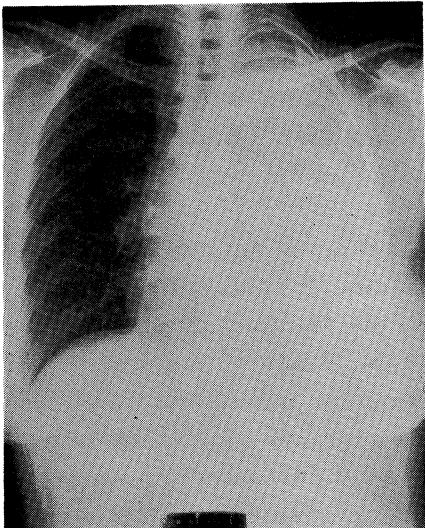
Chest radiograph of case No. 1, showing left total opacity accompanying mediastinal shift to right side.
